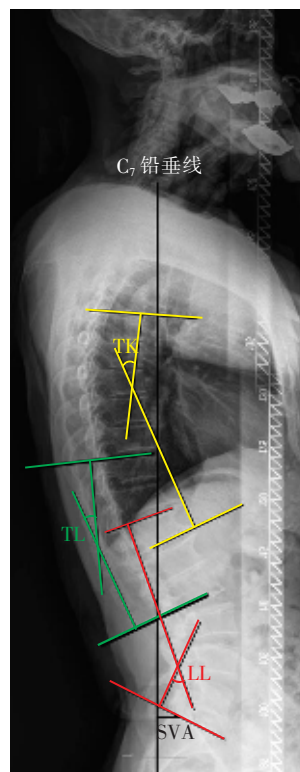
脊柱矢状位参数测量方法。TK:胸椎后凸角,T<sub>5</sub>至 T<sub>12</sub>的 Cobb 角;TL:胸腰段后凸角,T<sub>10</sub>至 L<sub>2</sub>的 Cobb 角;LL:腰椎前凸角,T<sub>12</sub>至 S<sub>1</sub>的 Cobb 角;SVA:矢状面垂直轴,S<sub>1</sub>后上缘与经 C<sub>7</sub>椎体中心所作的铅垂线的距离
